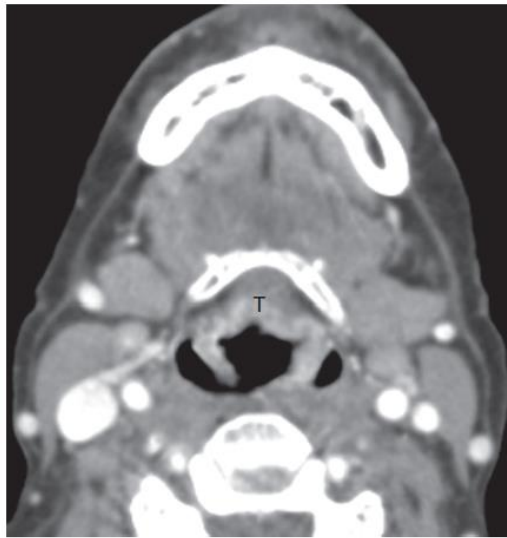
Supraglottic carcinoma on computed tomography. A supraglottic tumor (T) infiltrates the preepiglottic space.
